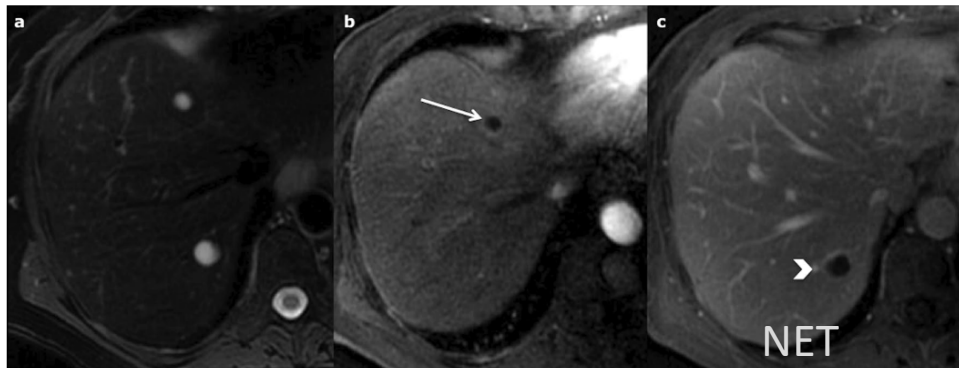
Pure cystic metastasis of a neuroendocrine tumour in a 69-year-old female. The hyperintensity on axial T2-weighted magnetic resonance imaging (a) is marked and there is no enhancement on arterial (arrow) or portal venous (arrow-head) phase (b, c)
